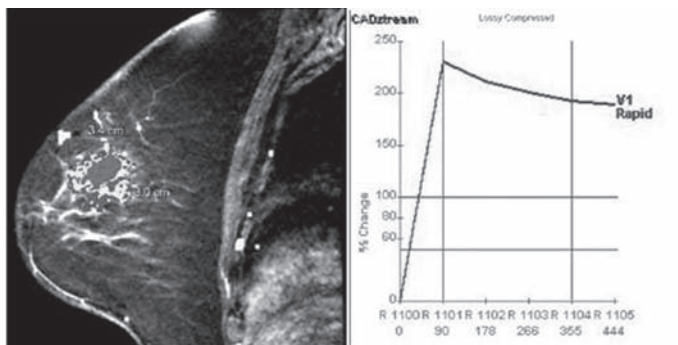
Resonancia magnética, T1WI + Cte: nódulo ya conocido con reforzamiento temprano importante y curvas cinéticas predominantemente de tipo III.
